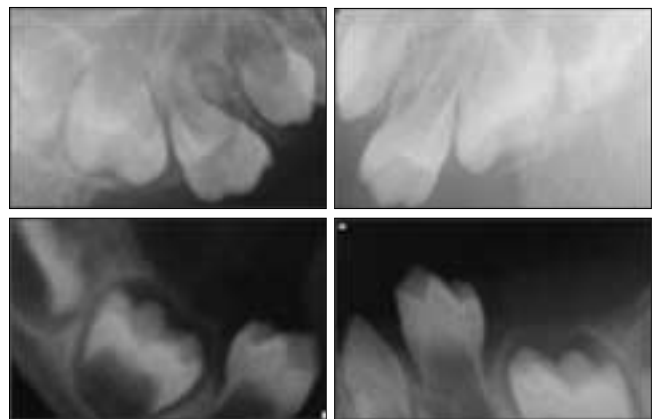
Periapical view.
